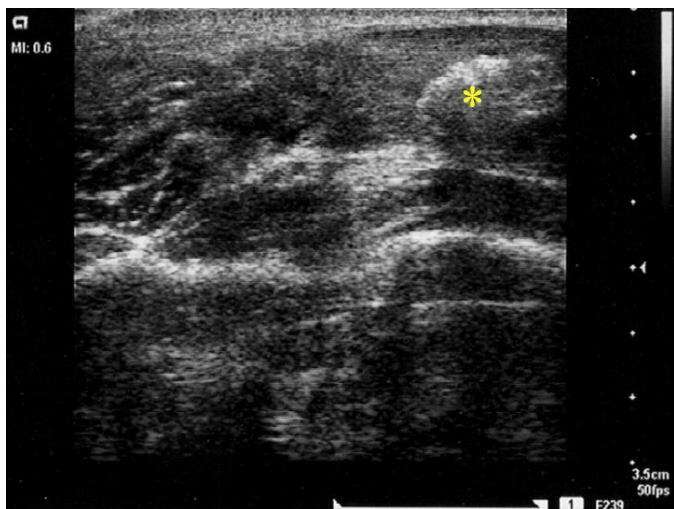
Immagine ecografica dell'avambraccio destro appena al di sopra della ferita (4 ore dopo l'immagine della Fig. 2). Il corpo estraneo appare immutato (*). Le microbolle d'aria lungo il tragitto del corpo estraneo sono scomparse.
